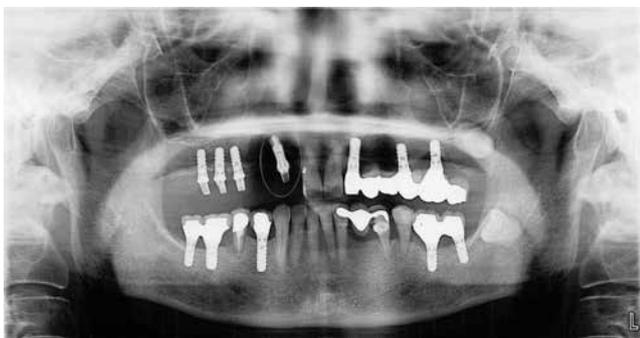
インプラント周囲炎診断時のX線所見(平成25年6月)
